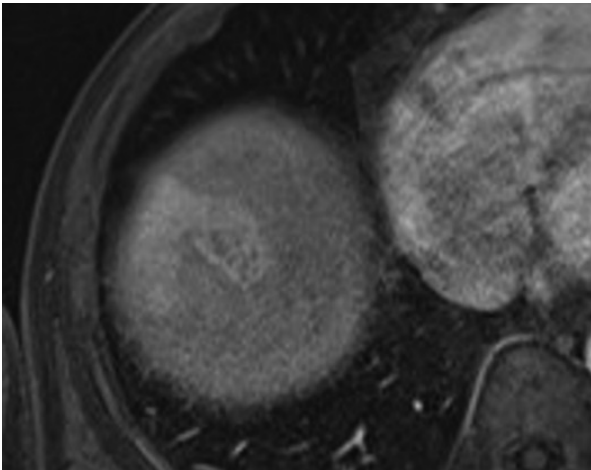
IRM, acquisition à la phase artérielle : troubles de perfusion sur le rebord externe du nodule de CHC.
